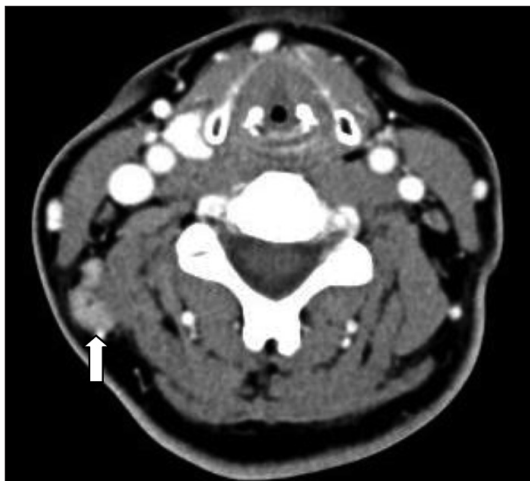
Preoperative radiologic findings. Contrast-enhanced computerized tomography axial view shows ovoid homogenous lymph node (arrow) at right level V.
